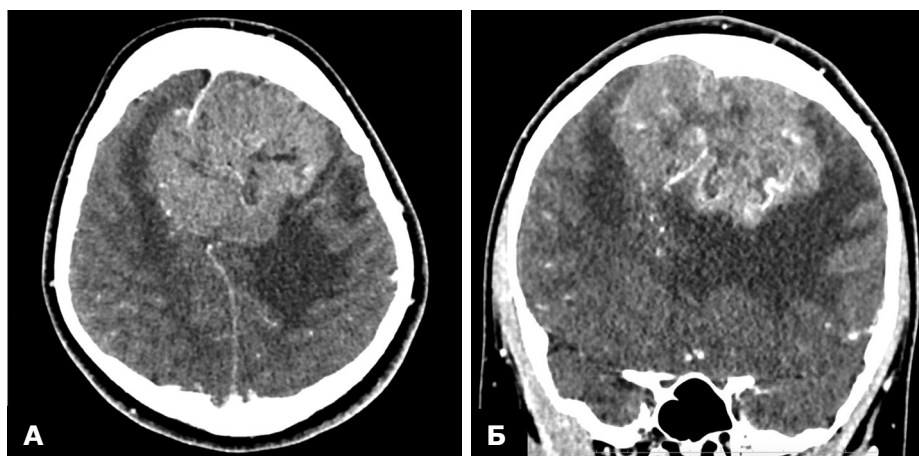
МСКТ-ангіографія. Гігантська менінгіома передньої та середньої третини ВСП із тотальною оклюзією верхньої стрілової пазухи у венозну фазу: А – аксіальна проєкція; Б – фронтальна проєкція
